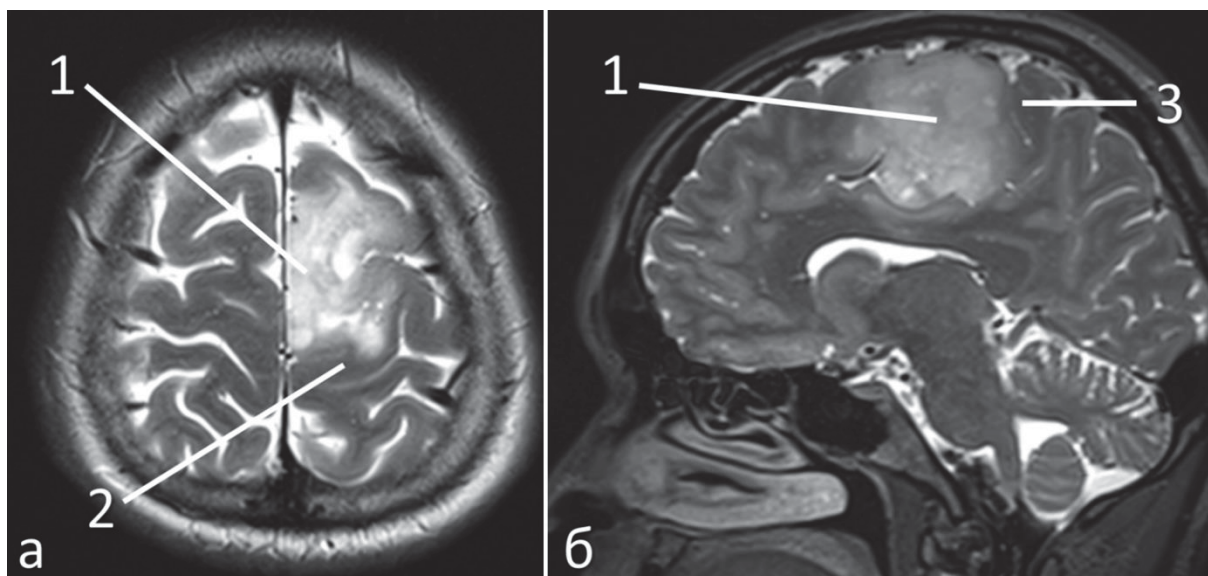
МРТ головного мозга пациентки с анапластической олигодендроглиомой (grade 3) левой лобной доли: а – изображение в режиме T2, аксиальная проекция; б – изображение в режиме T2, сагиттальная проекция;
